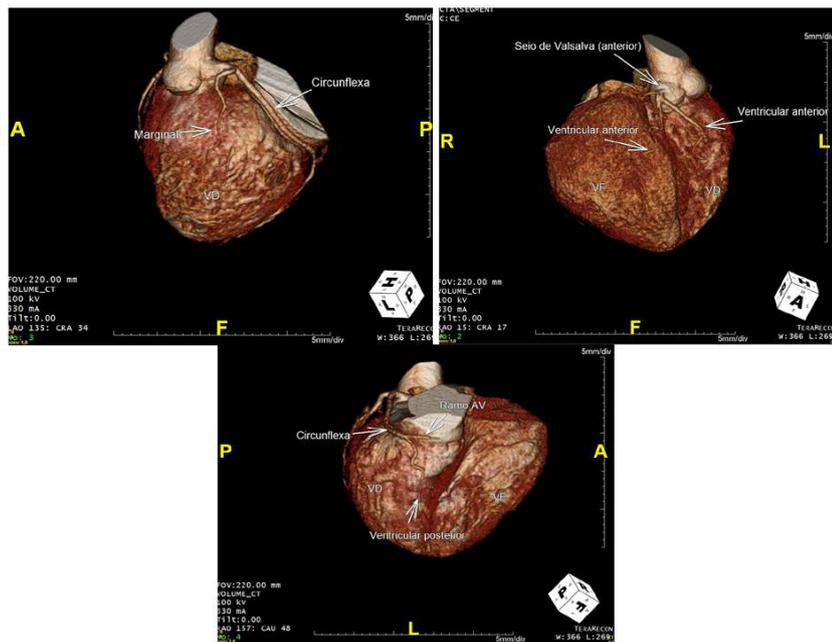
Angiotomografia das artérias coronárias mostra os ramos ventricular anterior, direito e esquerdo, que nascem do seio de Valsalva anterior, em B. Do seio de Valsalva posterior nascem as artérias mais volumosas que irrigam plenamente o ventrículo direito à esquerda (A e C), compostas pela artéria circumflexa e ventricular posterior, além da marginal.
